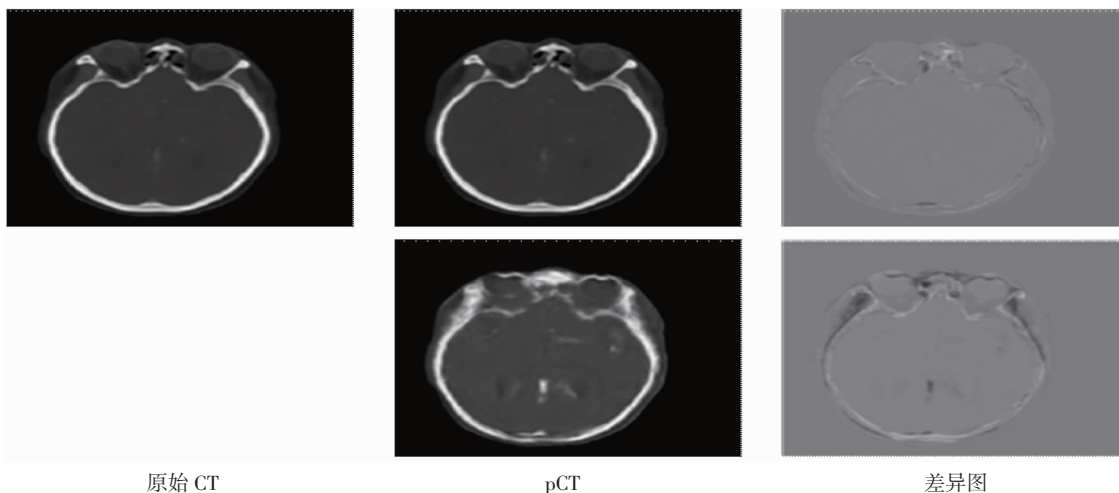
pCT 与 CT 的目视定性比较(横断面)
